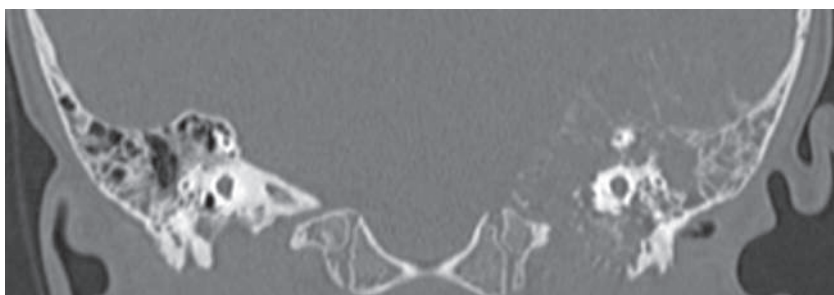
КТ лицевого черепа и височных костей от 16.03.23, коронарная проекция
